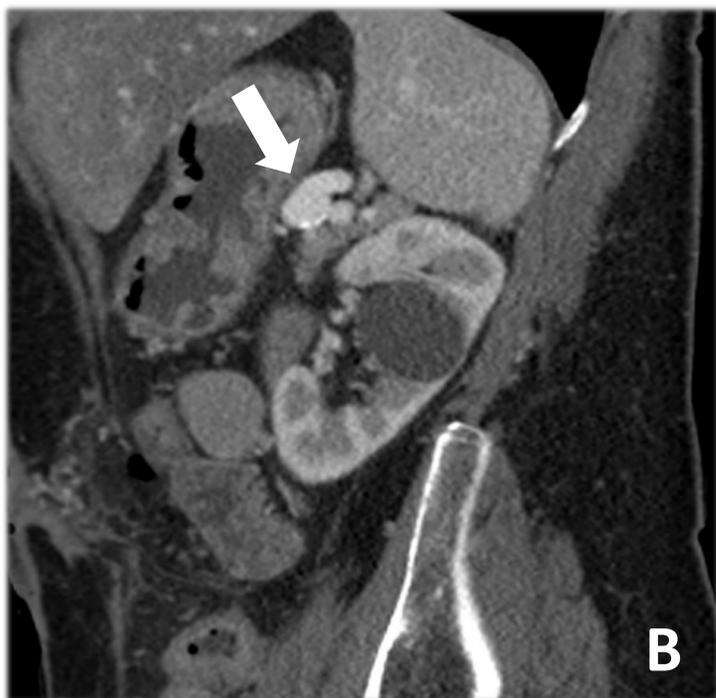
Imagen de TC en plano axial (A) y sagital (B) en fase portal. Lesión nodular hipervascolar en la cola del páncreas (A) que comunica con la arteria esplénica (B).
